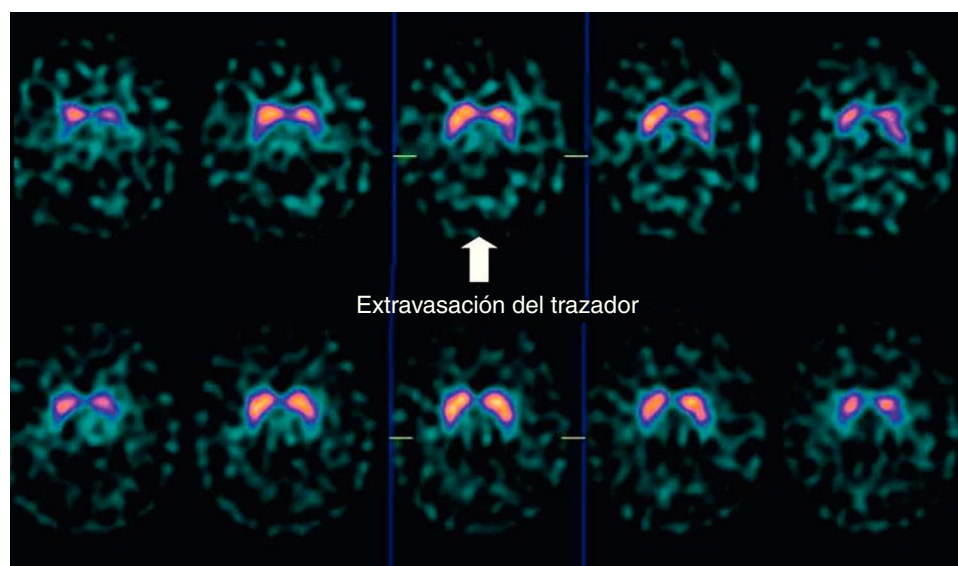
Estudio tomográfico (SPECT) cerebral tras la administración intravenosa de Ioflupano (^{123}I). Solo se muestran los cortes axiales. En la fila superior se objetiva una menor actividad global estriatal bilateral del transportador presináptico de dopamina y una menor definición de bordes. Este estudio, que parece anormal, estuvo condicionado por la extravasación del trazador, ya que repetida la exploración a la semana siguiente los hallazgos patológicos se normalizaron y se descartó alteración del transportador dopaminérgico presináptico. El lector puede ver esta figura a color en la versión electrónica del artículo.
